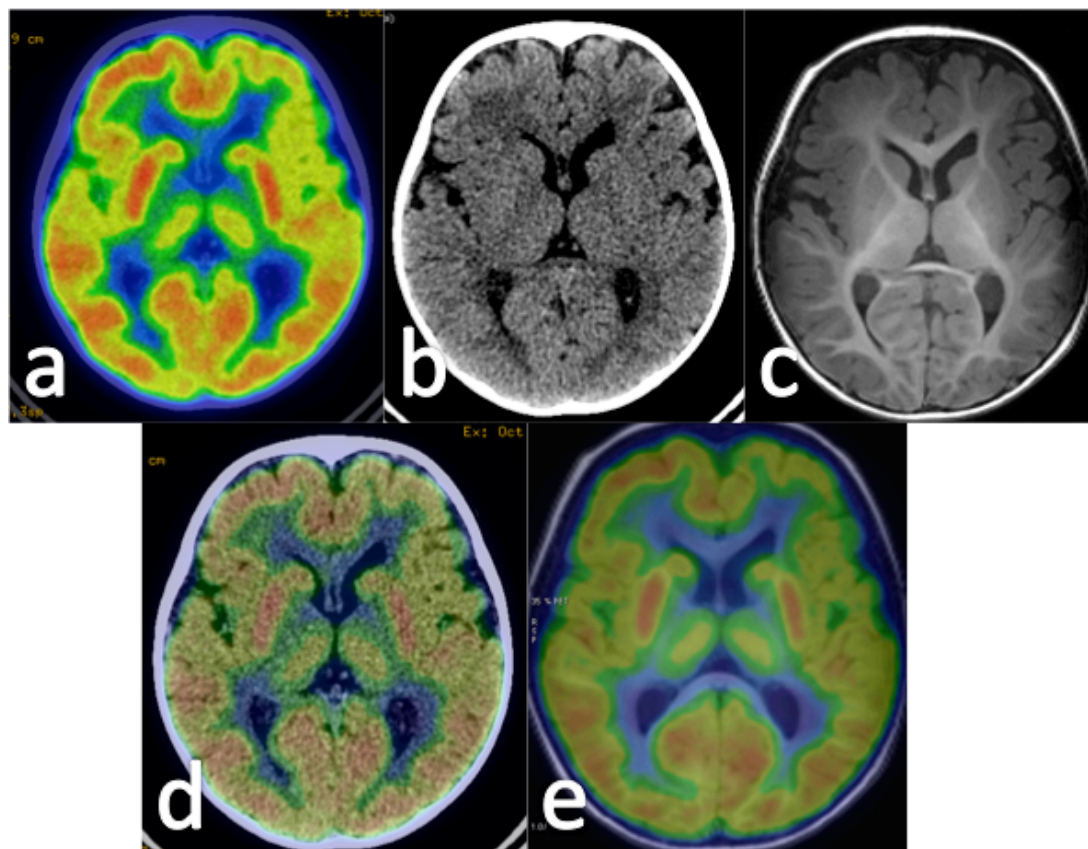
Ejemplo de fusión PET-RM en DCF frontal izquierda. Cortes axiales con PET (a) y CT (b). Corte axial T1 en la misma localización (c). Fusión PET-CT (d) y PET-RM (e).
